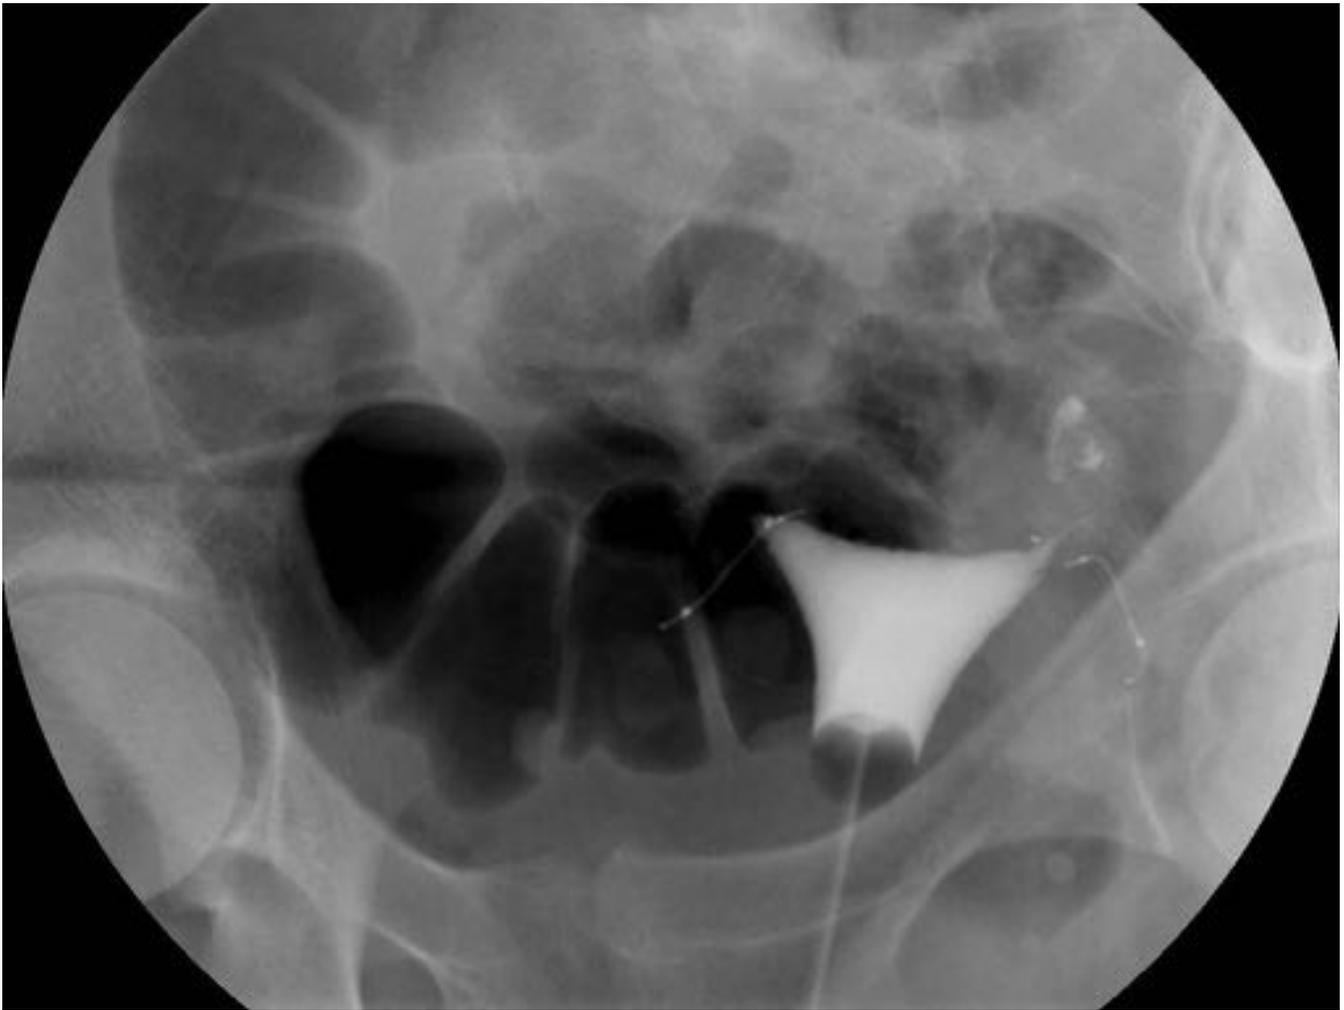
La trompa de Falopio izquierdo está permeable y el microinserto izquierdo no se encuentra en su luz, presenta una probable perforación a nivel del cuerno del útero o inicio de la trompa. En la radiografía dimple de este estudio no se detectaba ninguna alteración.
